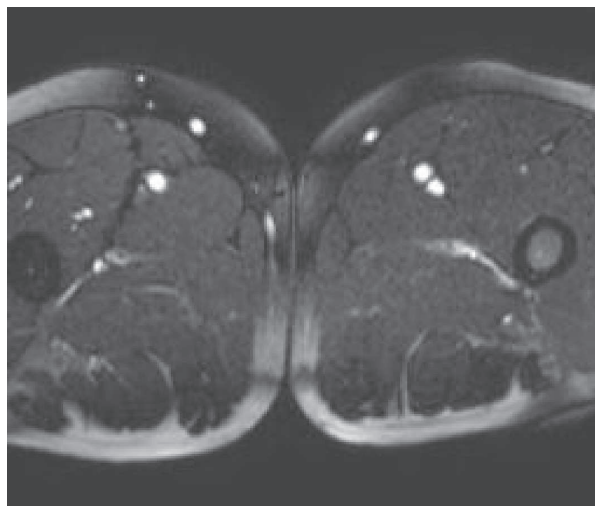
МР-томограмма в режиме балансированного TFE в аксиальной плоскости. Тромбоз правой бедренной вены
